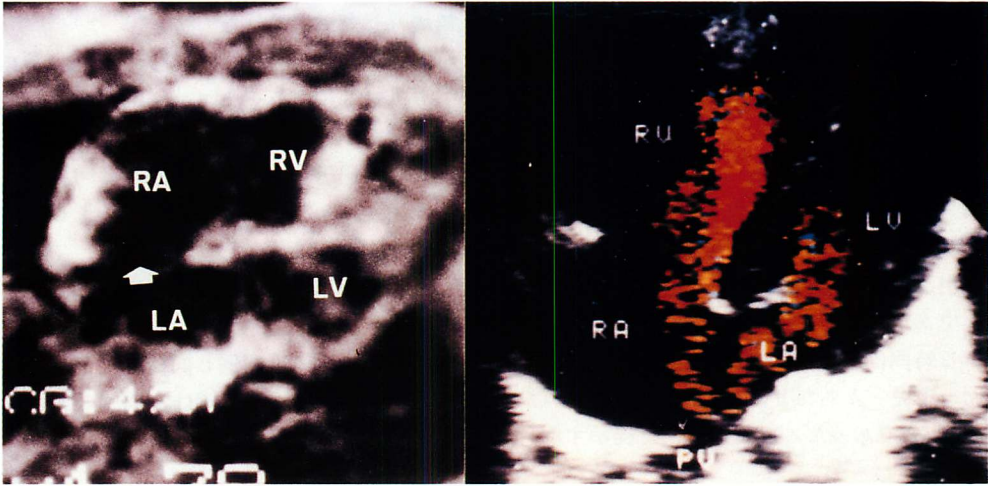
MRI and color Doppler echocardiogram of a case with atrial septal defect (13-year-old girl).
